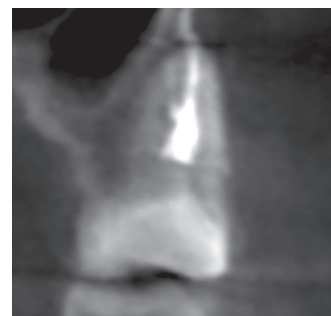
Рентгенографический срез в сагиттальной проекции демонстрирует выход герметика в необработанный корневой канал.
